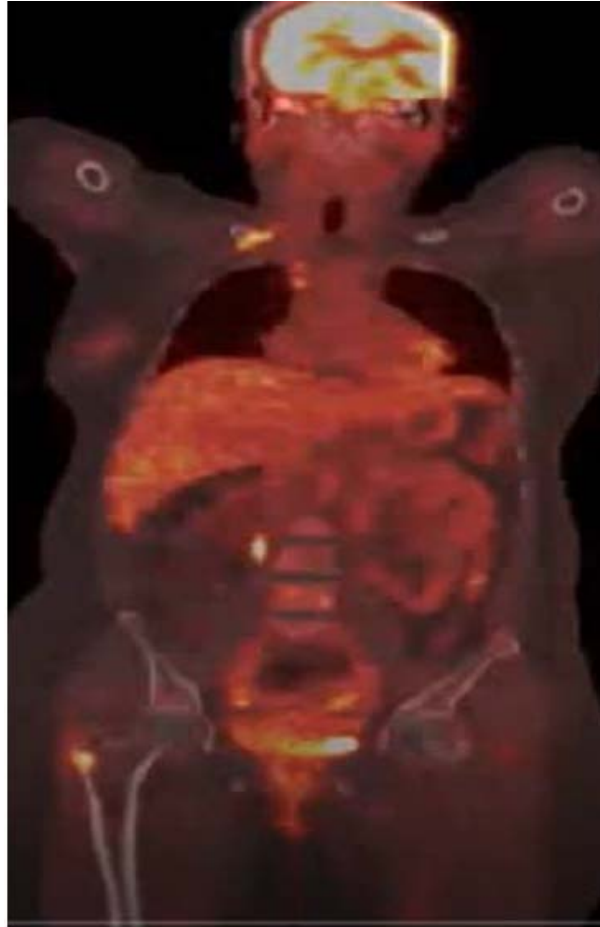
scintigraphie de la patiente
